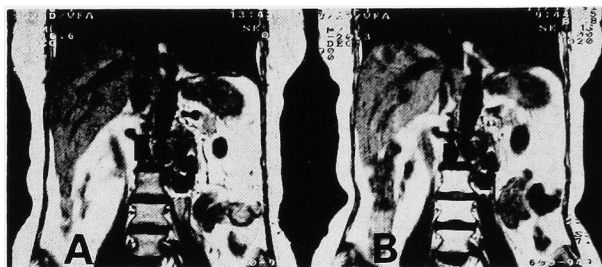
Case ①, A: before treatment. Coronal MRI image shows enlarged lymph nodes (arrow). B: one month after treatment. The size of tumor was reduced by 61% (arrow).
